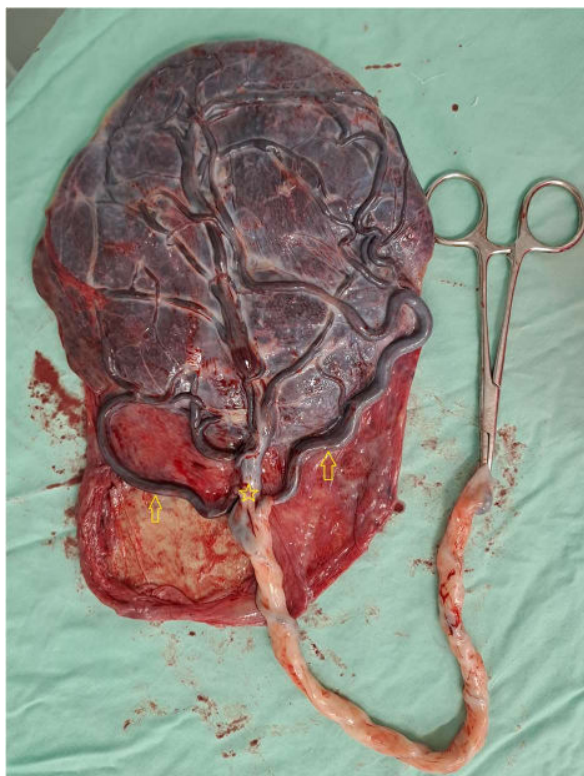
Examen macroscópico de placenta. Se observa Sitio de Inserción de CU (★) sobre membranas amnióticas, pérdida de la gelatina de Wharton y recorrido de Vasos Umbilicales Libres (Flechas) sobre membranas hasta el Disco Placentario. Es de destacar la correlación macroscópica de los Vasos Umbilicales Libres con los hallazgos al Doppler Color en la Figura X (CU: Cordón Umbilical) Fuente: Autores
